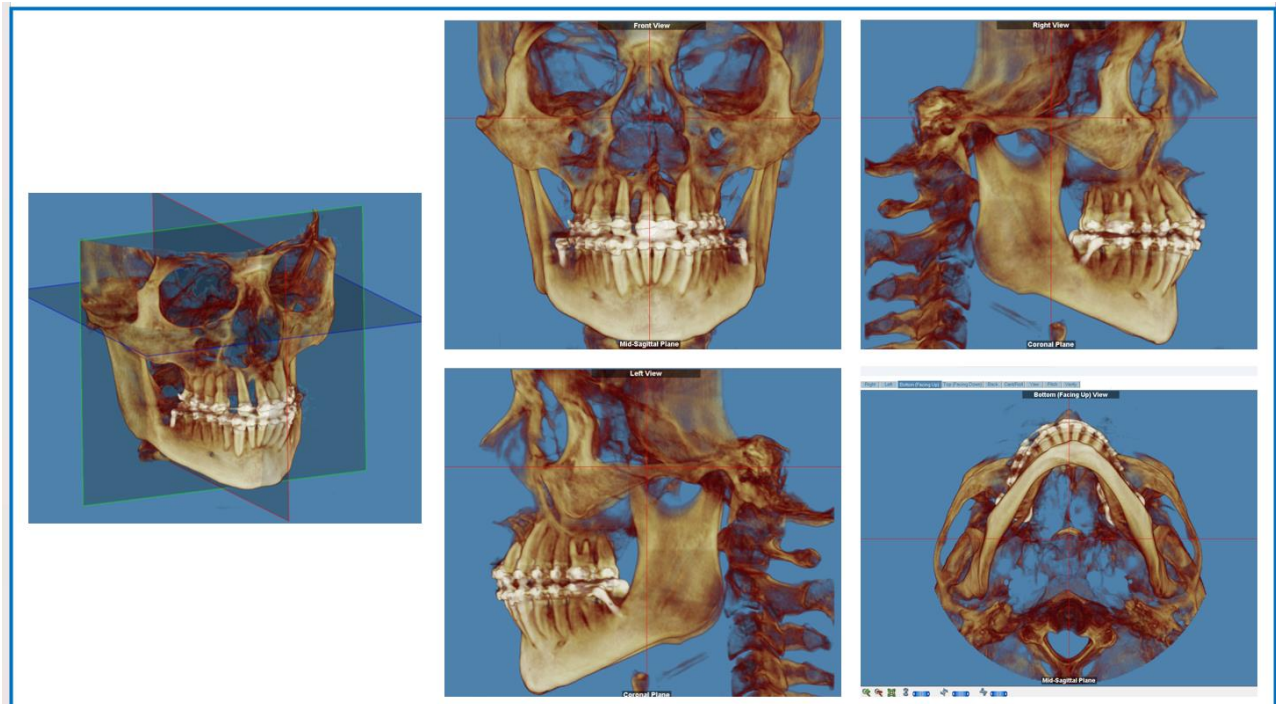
Reconstrucción 3D de la CBCT (Fuente propia)
